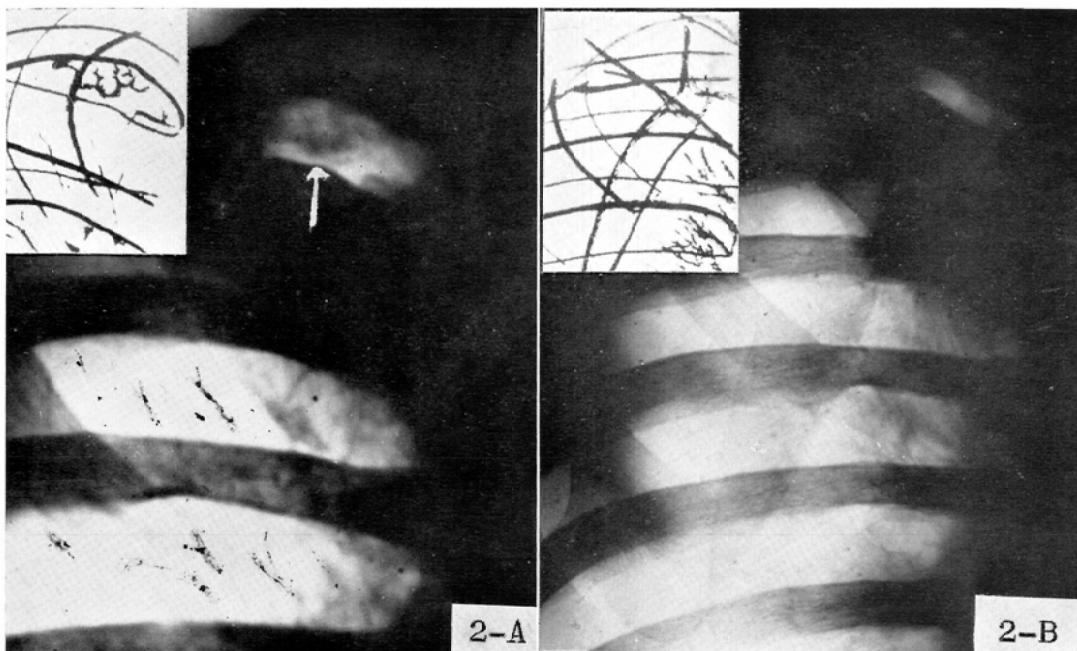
Male, 33. A. Chest roentgenogram showing the blebs on the right apex (arrow). B. Six weeks later, there is a pneumothorax with a pleural adhesion in the right apex. Proved by autopsy.
